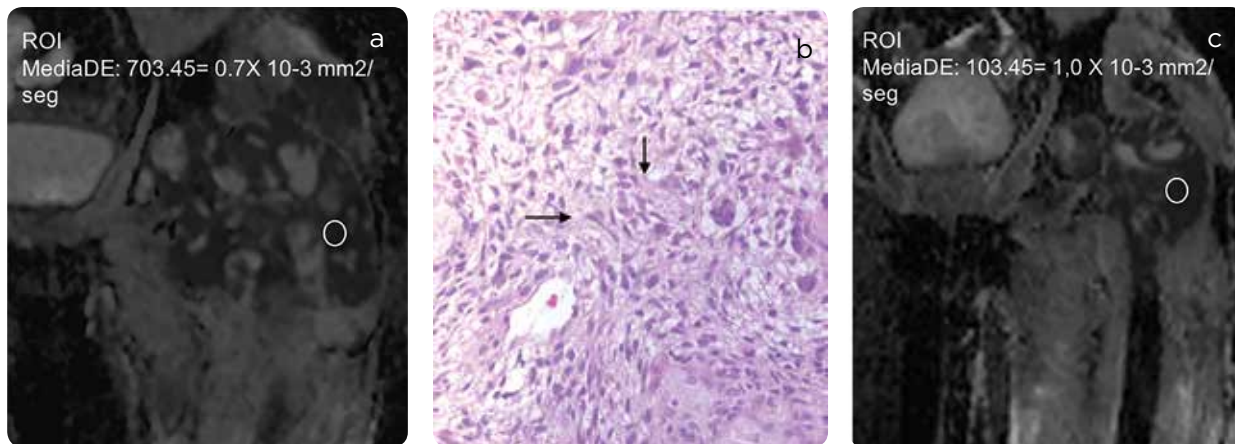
RM de control de sarcoma fusocelular de alto grado. Se realizó tratamiento con quimioterapia por 3 meses. En la RM de control se observa aumento en los valores de ADC y disminución del volumen tumoral, hallazgo que confirma que las secuencias de difusión permiten estimar la muerte celular, daño de las membranas y disminución de la densidad tumoral. a) Mapa de ADC al diagnóstico con un valor de ADC de  $0,7 \times 10^{-3} \text{ mm}^2/\text{s}$ . b) Cortes histológicos con tinción hematoxilina eosina, en los cuales se observan células mesenquimales indiferenciadas, algunas pleomórficas y multinucleadas con mitosis atípicas (flechas). c) Mapa de ADC control: a los 3 meses el valor de ADC sube a  $1,0 \times 10^{-3} \text{ mm}^2/\text{s}$ , lo cual sugiere disminución de la densidad tumoral y respuesta al tratamiento.
